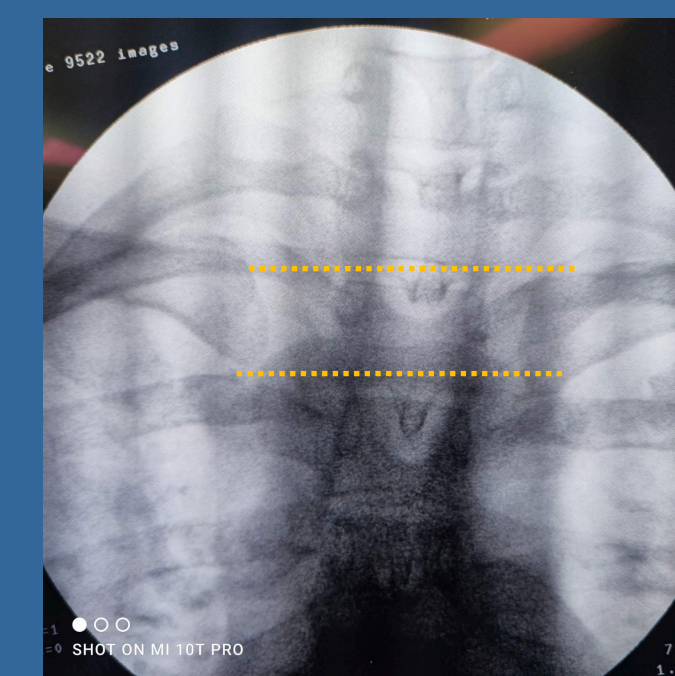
X-ray serendipity view(C-arm) μετά την κλειστή ανάταξη
